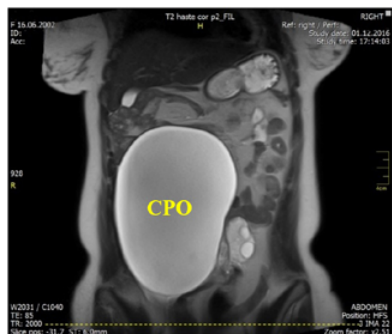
IRM T2W: CPO gigant (20x15x8.5 cm) din stânga cu răspândirea pe flancul drept al cavității abdominale
